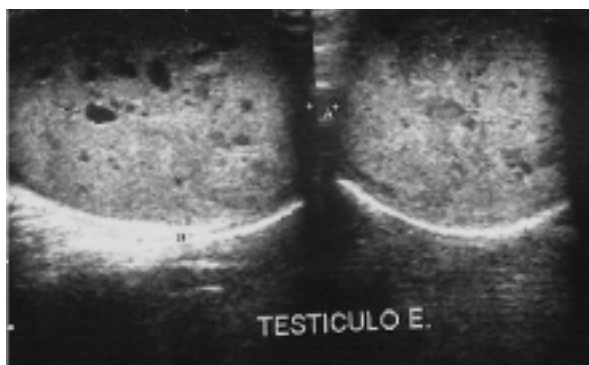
USG de testículo esquerdo com aumento de volume, difusamente heterogêneo com pequenas áreas anecóicas de permeio.
